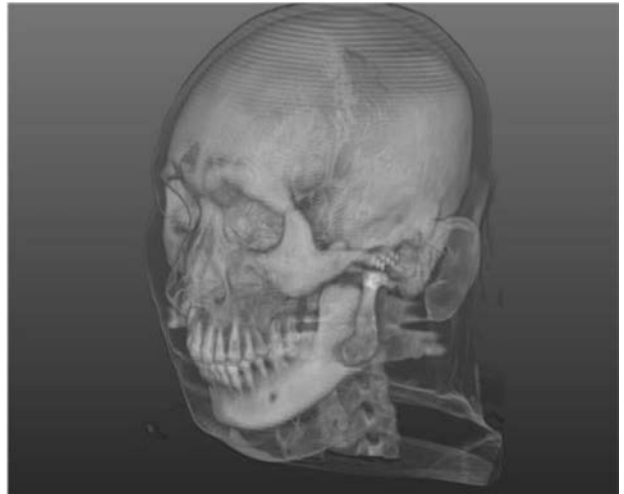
Postoperative 3D reconstructed CT with TMJ prosthesis.
